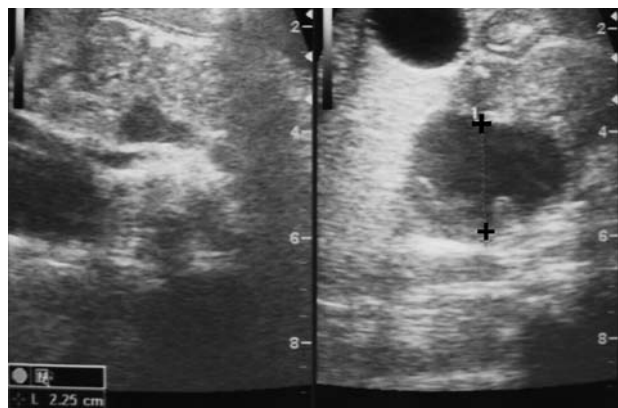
Ecografía abdominal: importante dilatación del colédoco en sus tercios proximal y medio (cruz). Diámetro máximo de 2,2 cm.
